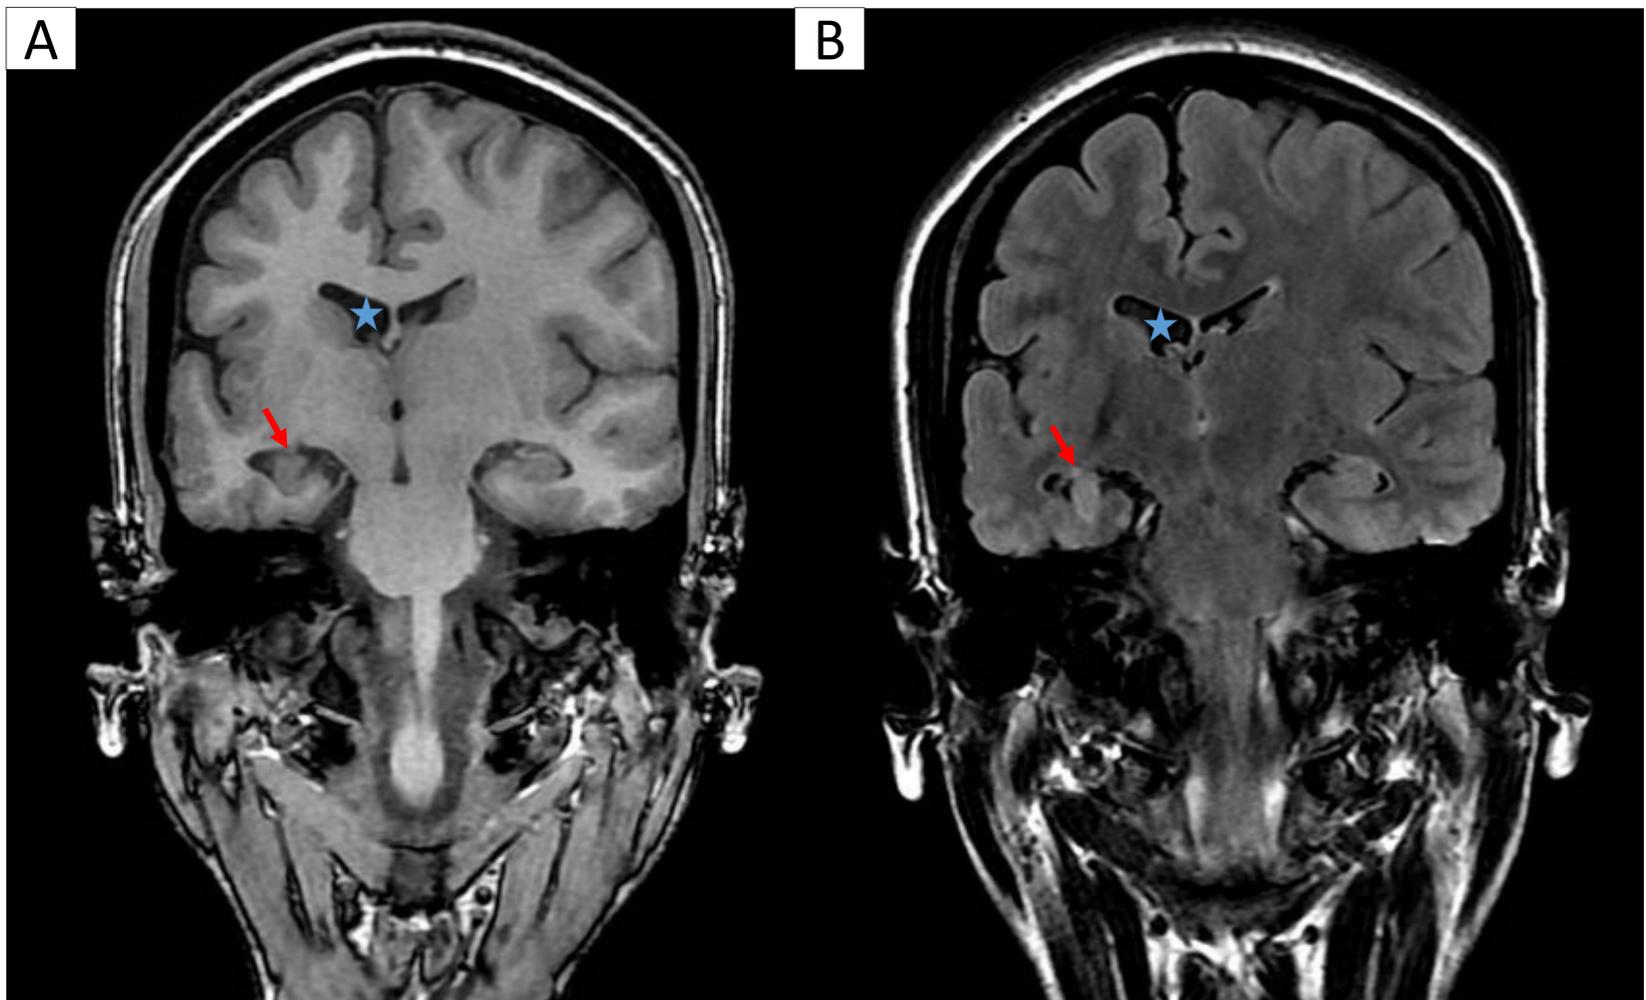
Esclerosis temporal mesial. Malrotación hipocampal derecha (flecha roja) asociado a hiperintensidad de señal en secuencia potenciada en secuencia T2 FLAIR (imagen B). Dilatación del ventrículo lateral derecho (estrella).
